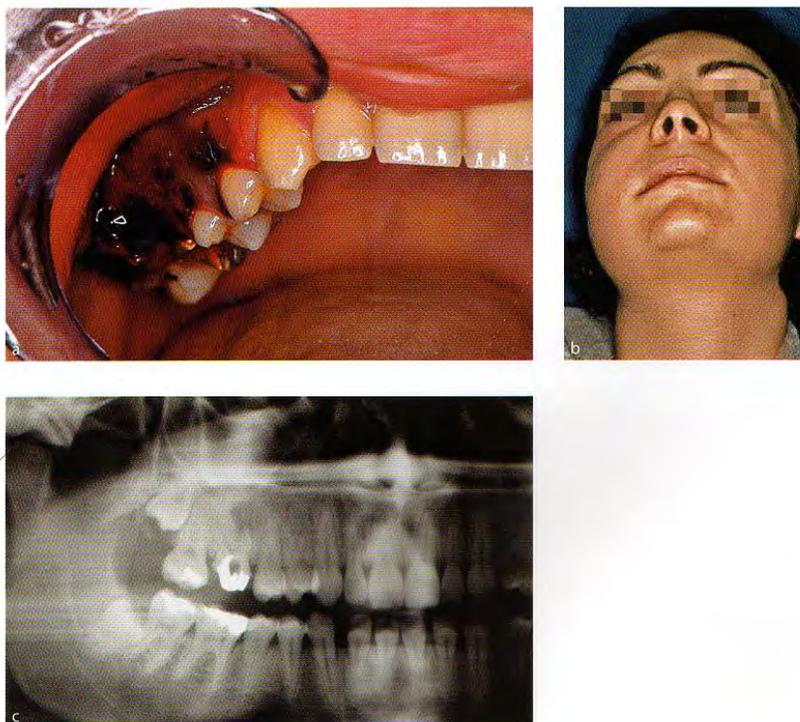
Fase de absceso de la infección odontogénica: a) Cuadro clínico intraoral de absceso odontogénico que se inicia en el OD 16; b) aspecto extraoral con tumefacción provocada por la diseminación en el espacio geniano; c) la radiografía muestra un área radiolúcida en relación con la raíz mesial de OD 16.
